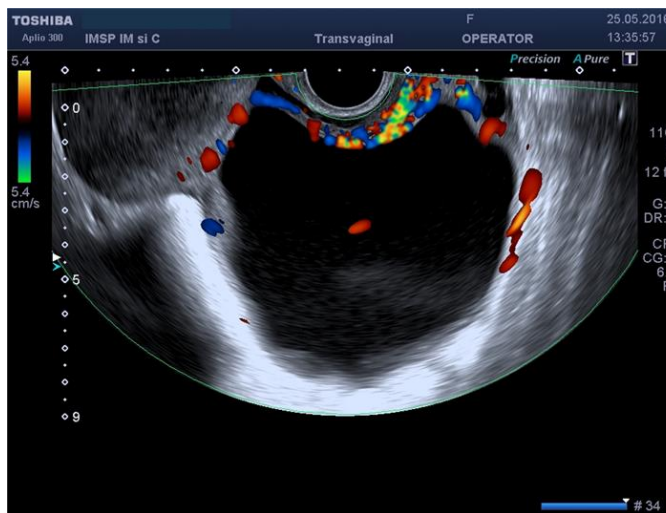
Ultrasonografie transvaginală cu velocimetrie Doppler: CAS a ovarului drept 111x96 mm
